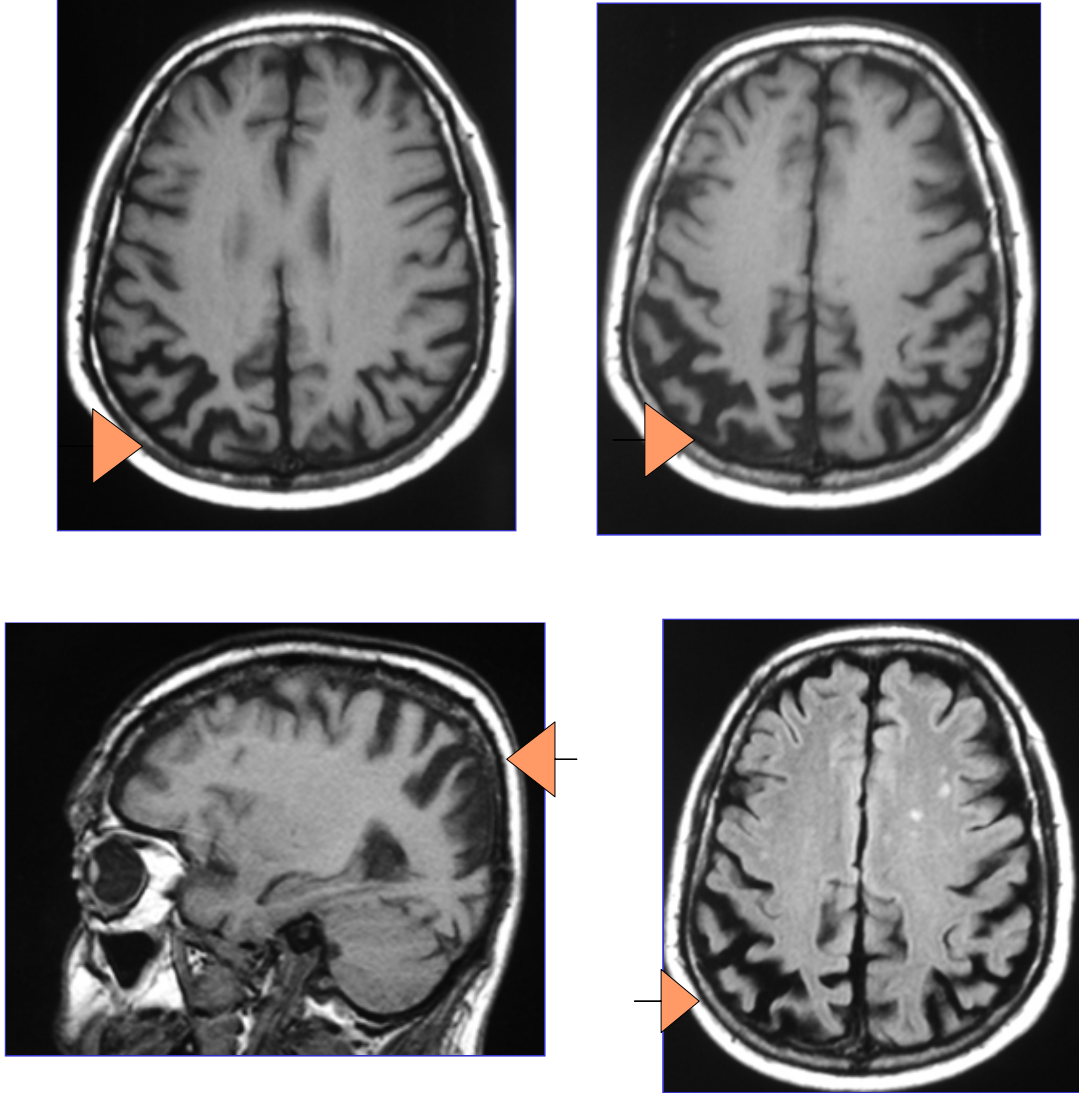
Images de L'IRM de M.C. réalisée le 14/11/2005
